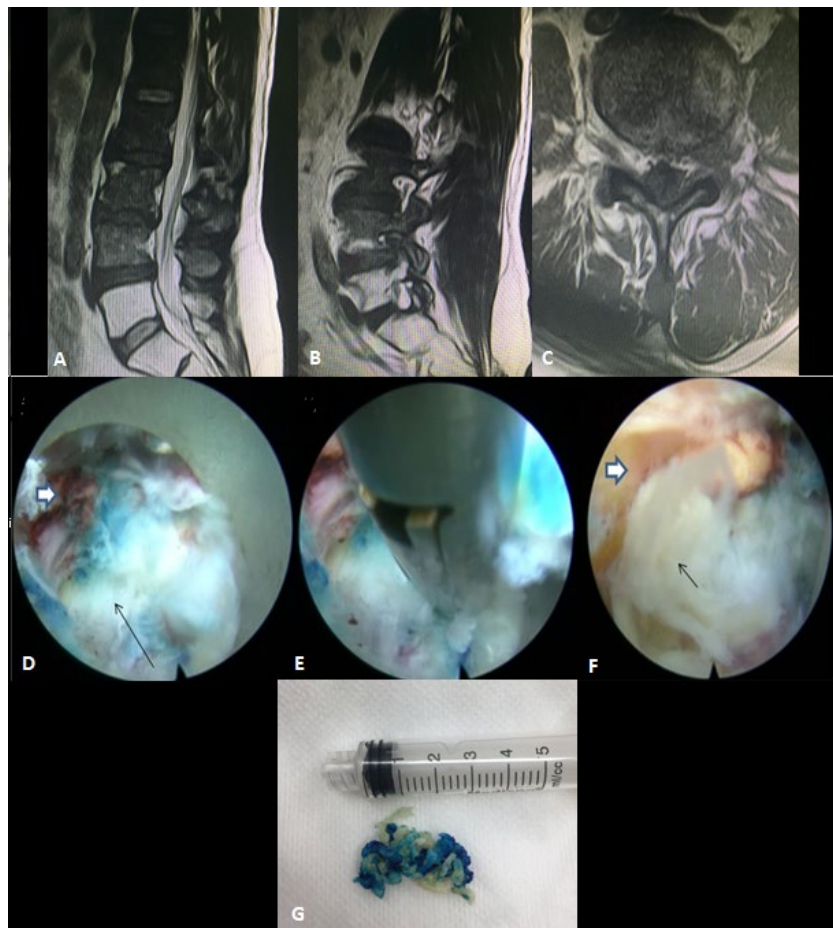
Resonancia magnética simple de columna lumbosacra que evidencia cambios degenerativos y post-radioterapia. Además, se aprecia hernia discal extraforaminal L4-L5 izquierda haciendo contacto con la raíz saliente de L4. A) corte sagital, B) corte parasagital izquierdo, C) corte axial. D-F) Visión endoscópica del foramen L4-L5 izquierdo. A. Se aprecia fragmento de hernia discal (flecha negra) en contacto con la raíz saliente de L4 y techo del foramen intervertebral (flecha blanca). G) Fragmentos de hernia discal extraídos a nivel extraforaminal L4-L5 izquierdo. Se muestra tinte de azul de metileno, se utiliza este colorante para una mejor identificación del disco. Fuente: Fotografías de los autores.
